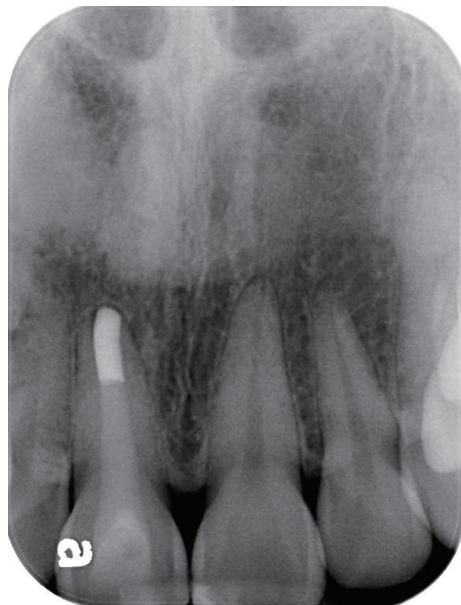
根充三年半后,X线片可见11根尖牙槽骨板完整,覆盖突出的牙胶尖,原开口的根尖于治疗后已经闭合
